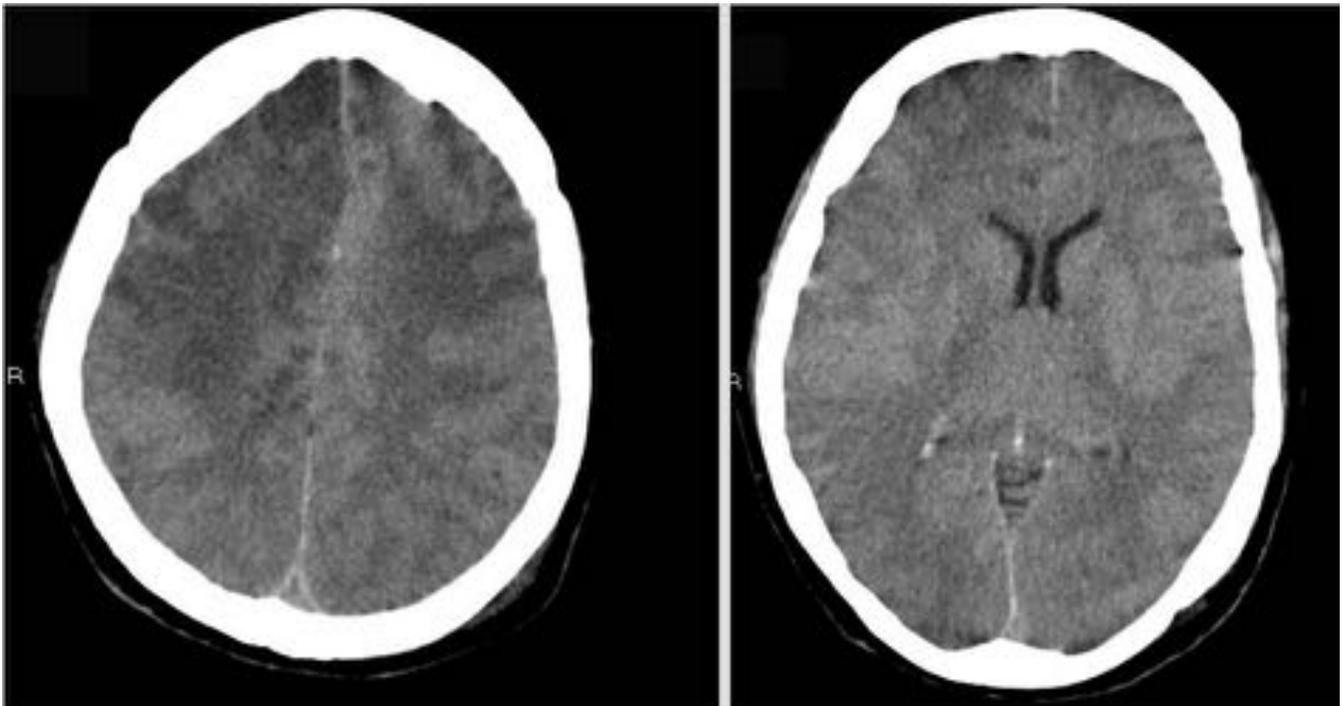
TC control al día siguiente: Importante edema cerebral difuso apreciándose colapso de las cisternas perimesencefálicas, disminución del tamaño ventricular supratentorial y pérdida de surcos. Áreas parcheadas de hipodensidad córtico-subcorticales frontales bilaterales y parietales de predominio derecho, compatibles con infartos corticales. No se observa ya presencia de gas vascular.
